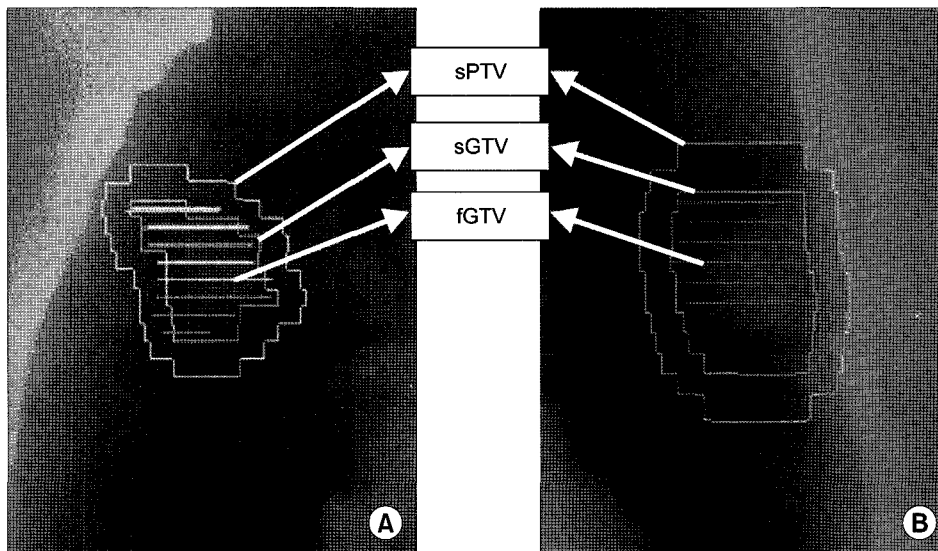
Digitally reconstructed radiograph (DRR) by three-dimensional registration. (A) and (B) represent those of patients with minimal (3 mm) and quite large (10 mm) movement along longitudinal axis. In both of them, transverse solid lines, inner and outer closed structures represent GTV in fast (fGTV, scan time 0.8 sec) CT scanning, GTV in slow (sGTV, scan time 2.0 sec) CT scanning, and PTV in slow CT scanning (sPTV; sGTV+0.56 cm margin). sPTVs cover both sGTV and fGTV. When tumor motion is great (B), fGTV does not reflect full range of tumor motion.
